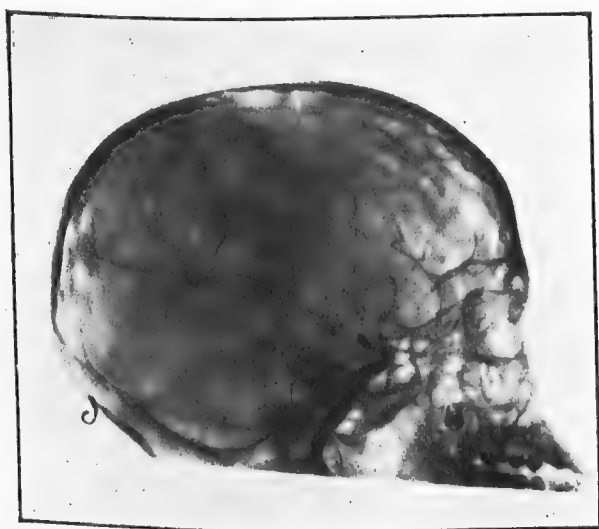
Radiographie du même malade obtenue du côté opposé à l'injection. Le siphon carotidien et la moitié antérieure du paquet sylvien très abaissés. Côté gauche du malade.
